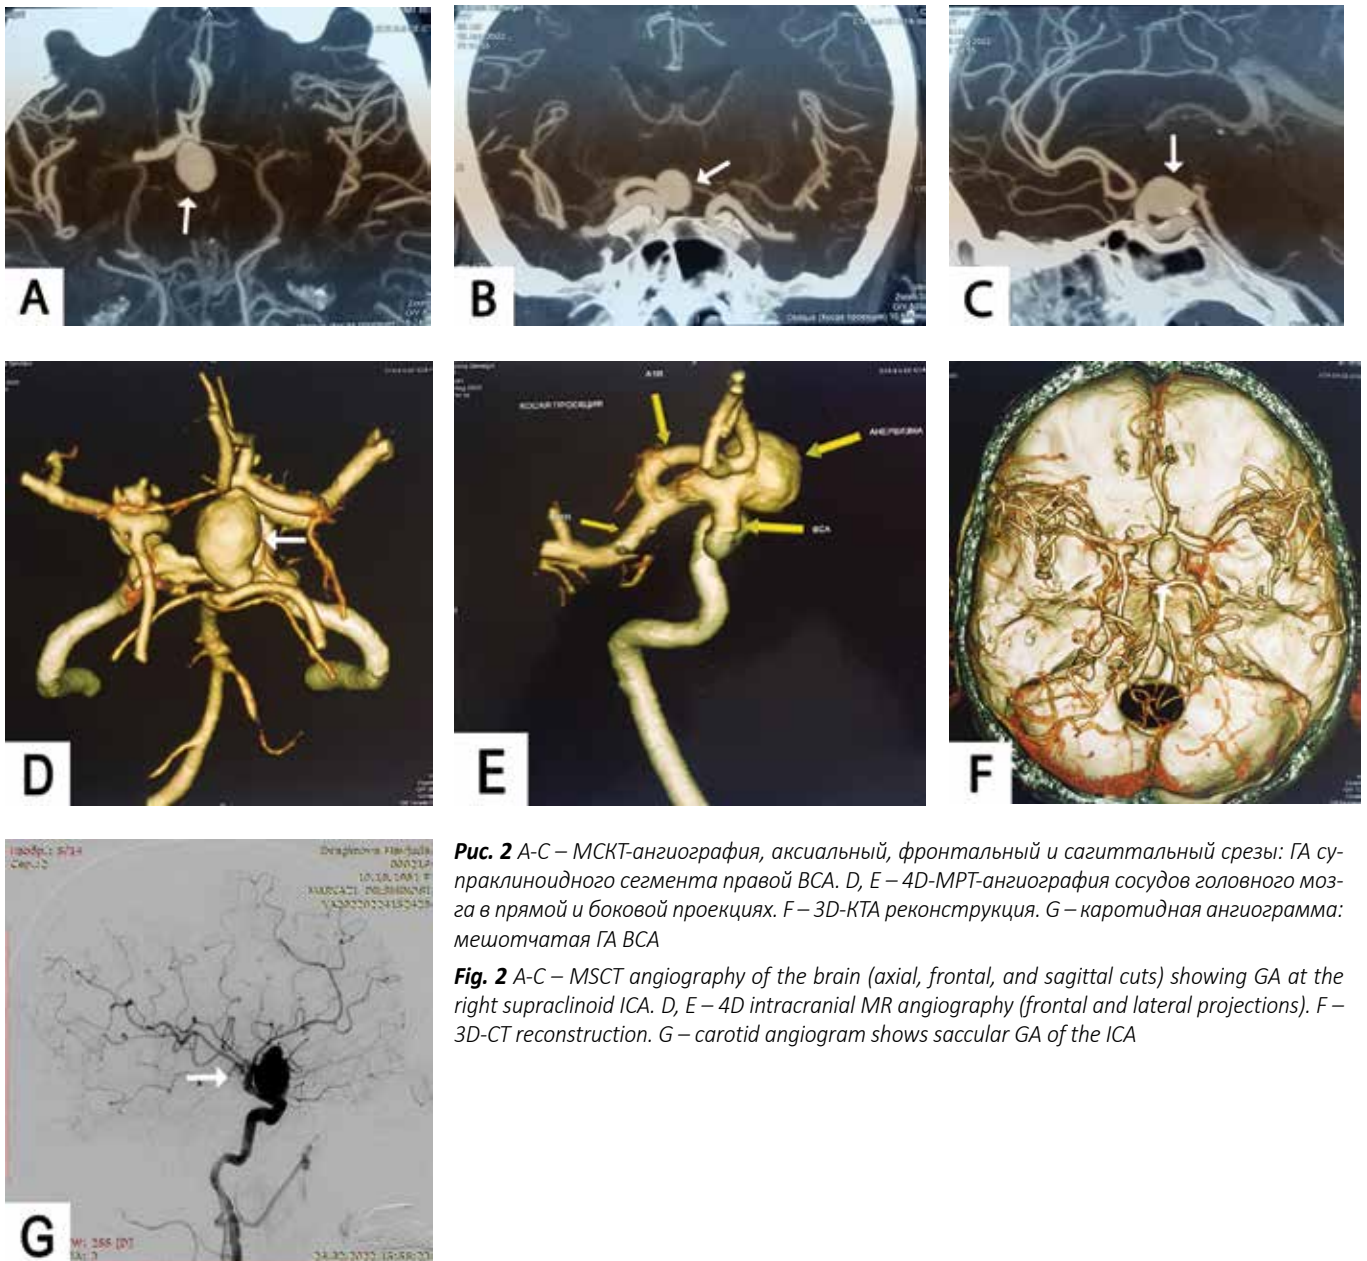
А-С – МСКТ-ангиография, аксиальный, фронтальный и сагиттальный срезы: ГА супраклиноидного сегмента правой ВСА. D, E – 4D-MPT-ангиография сосудов головного мозга в прямой и боковой проекциях. F – 3D-КТА реконструкция. G – каротидная ангиограмма: мешотчатая ГА ВСА
